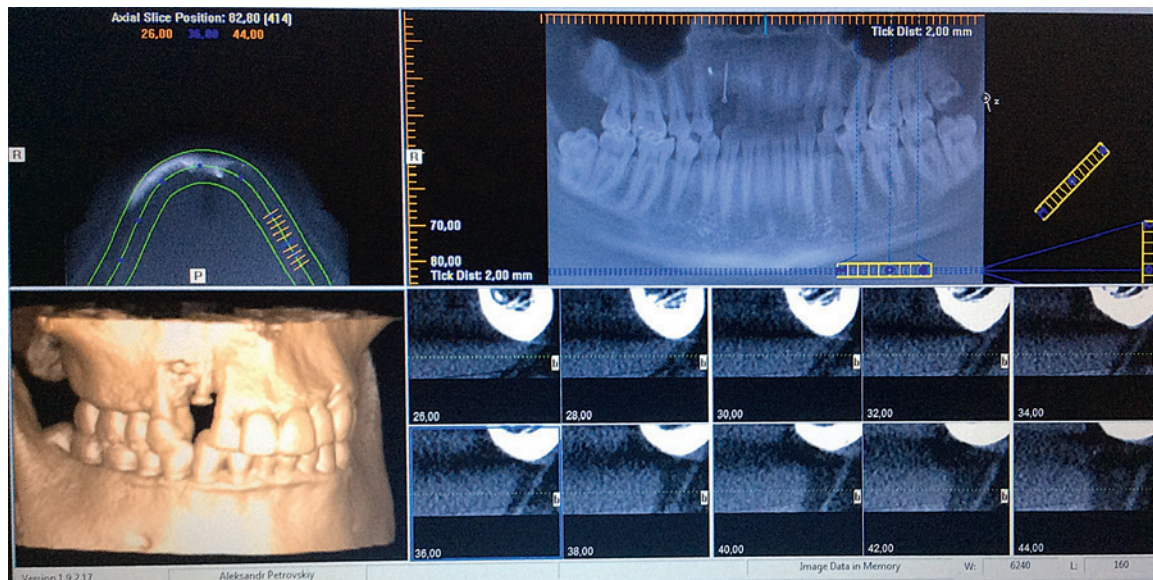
КТ пациента спустя 6 месяцев после операции по восстановлению АОВЧ в области 1.3 зуба.
